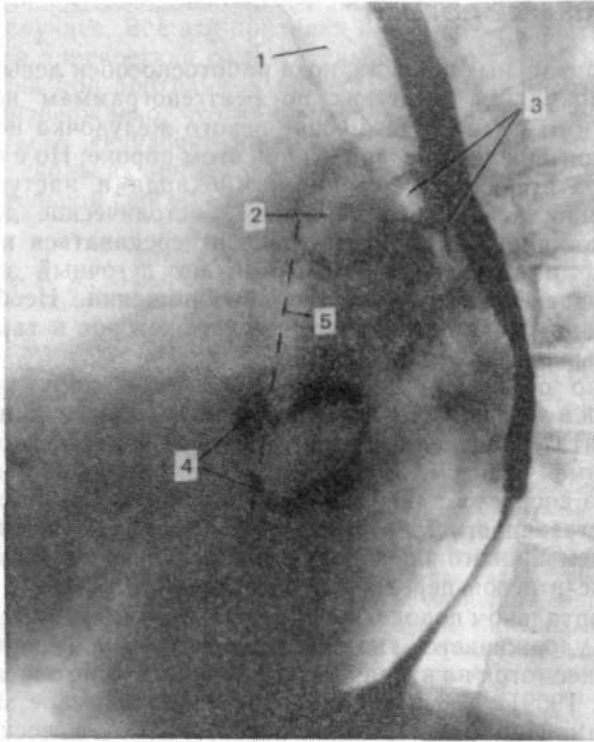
Левая боковая рентгенограмма больной М. Л. 1 — трахея, 2 — ортогоградная проекция правой легочной артерии, 3 — левый верхнедолевой бронх, смещенный кзади увеличенными левыми верхними легочными венами (признак Lane и Whalen), направленный параллельно смещенному пищеводу, 4 — обывствление кольца митрального клапана, 5 — осевая линия по J. Westcott и D. Ferguson.
